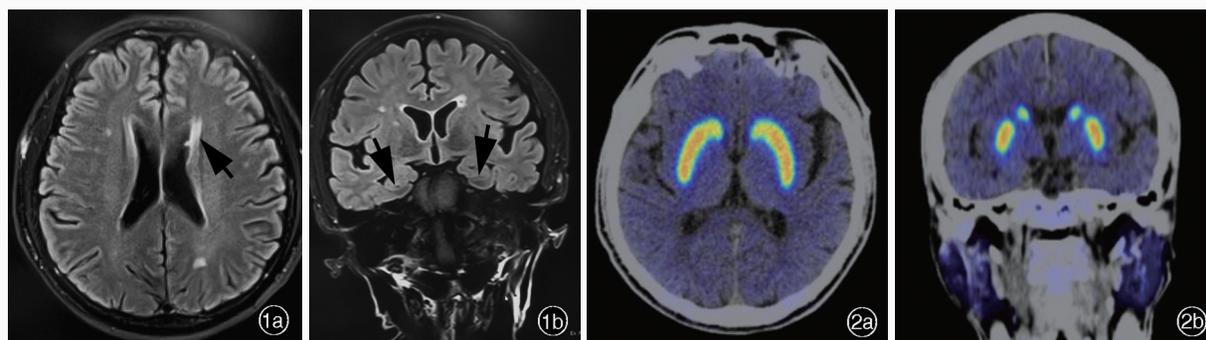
头部MRI检查所见 1a 横断面 T₂-FLAIR 成像显示轻度脑白质疏松(箭头所示) 1b 冠状位 T₂-FLAIR 成像显示海马萎缩,MTA 分级1级(箭头所示) 图2 DaTscan 显像显示双侧尾状核、壳核前部和后部多巴胺转运蛋白分布正常 2a 横断面像 2b 冠状位像
